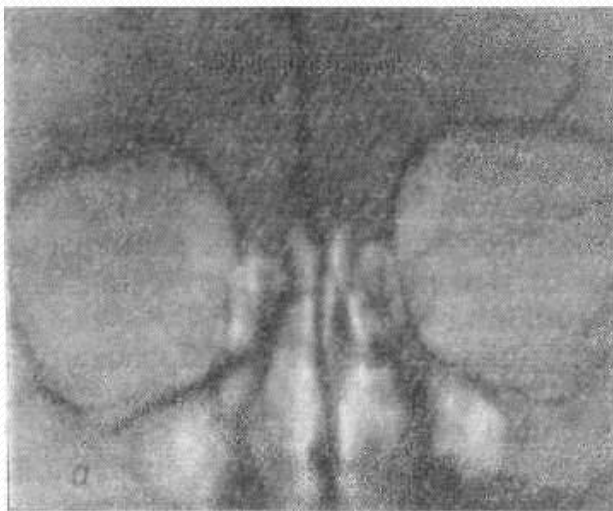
Фрагменты рентгенограмм черепа в носо-подбородочной проекции.
